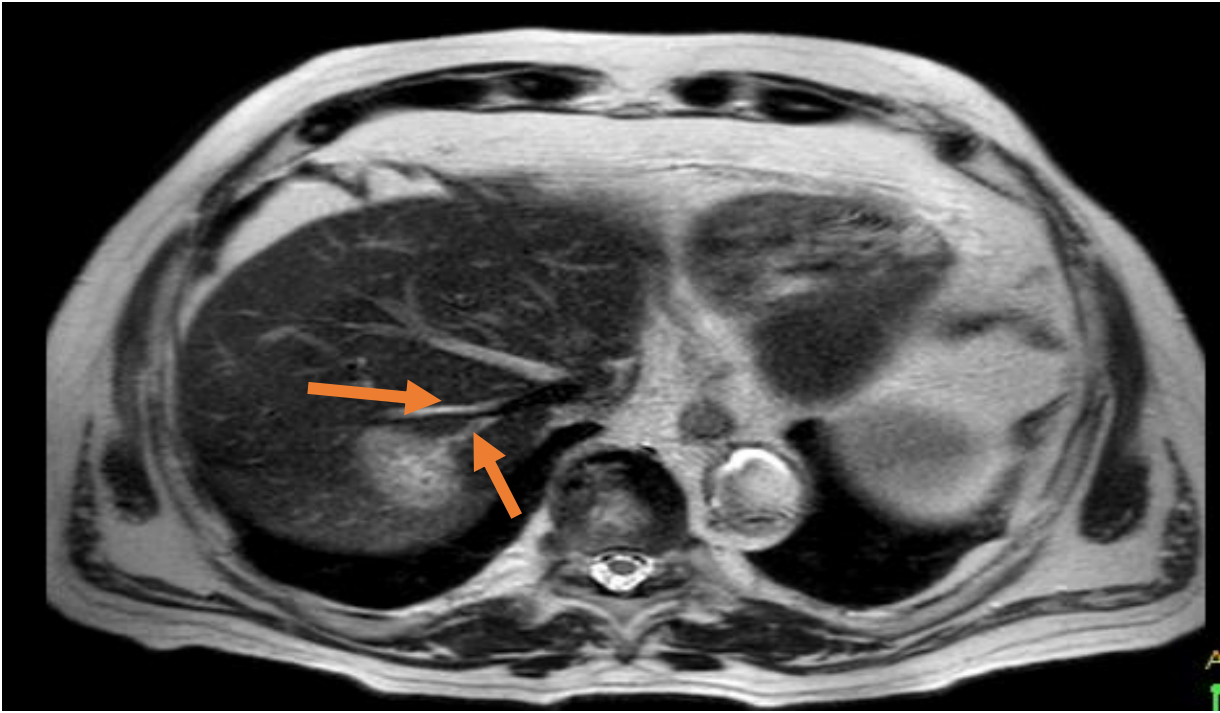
Фотография МР-томограммы брюшной полости, стрелками указаны медиальный и латеральный притоки правой печеночной вены). Пациент Л. А/К 5804-17
